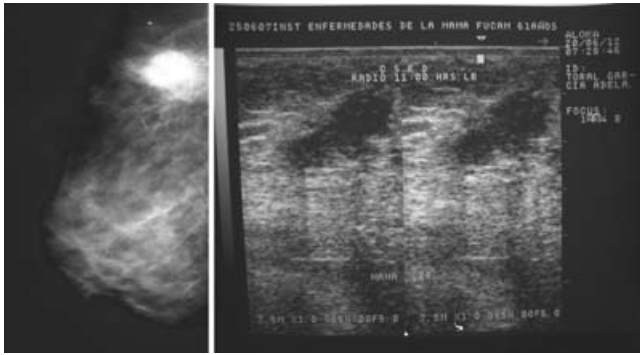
Mastografía con área radiodensa de aspecto nodular en el cuadrante superoexterno derecho, que en ultrasonido se observaba como masa sólida de contornos irregulares con sombras posteriores BIRADS 4.
